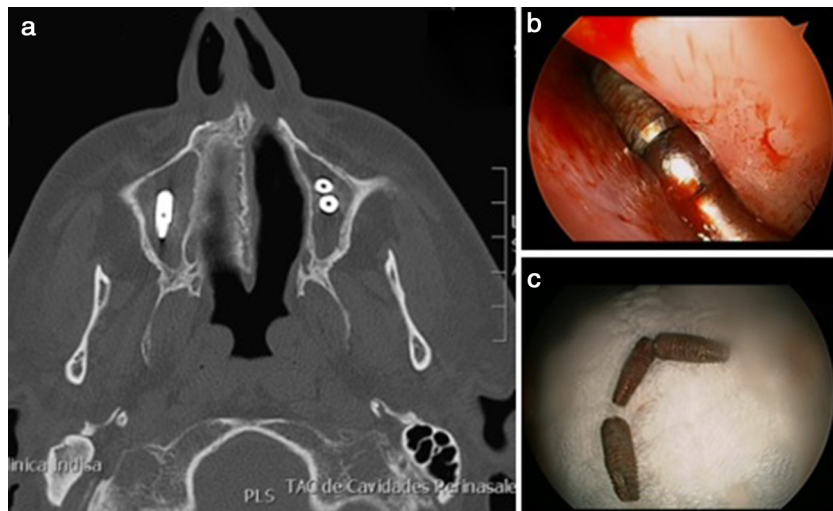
a) Tomografía computarizada, corte axial mostrando los 3 implantes dentales en ambos senos maxilares. Se aprecia velamiento maxilar; b) remoción endoscópica transnasal de los implantes en seno maxilar izquierdo, y c) implantes dentales removidos.
